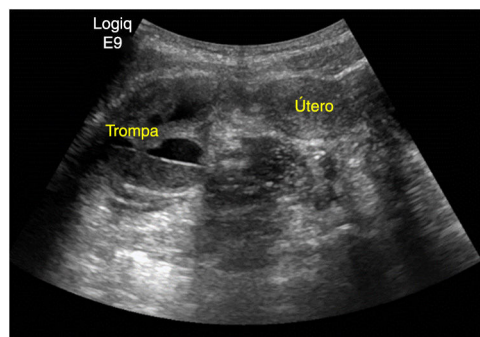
Ecografía pélvica en la que se objetiva estructura tubular en FID dependiente del útero.
